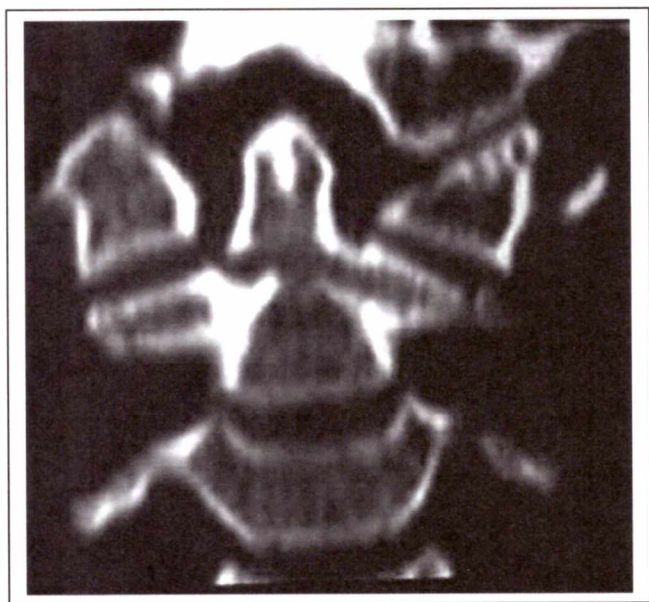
а. – Исследование верхне-шейного отдела позвоночника при поступлении (компьютерная томография)
